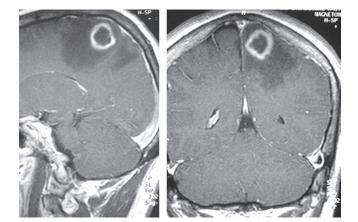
Lymphome pariétal gauche avec prise de contraste annulaire, centre nécrotique et œdème périlésionnel sur l'IRM séquence T1.
